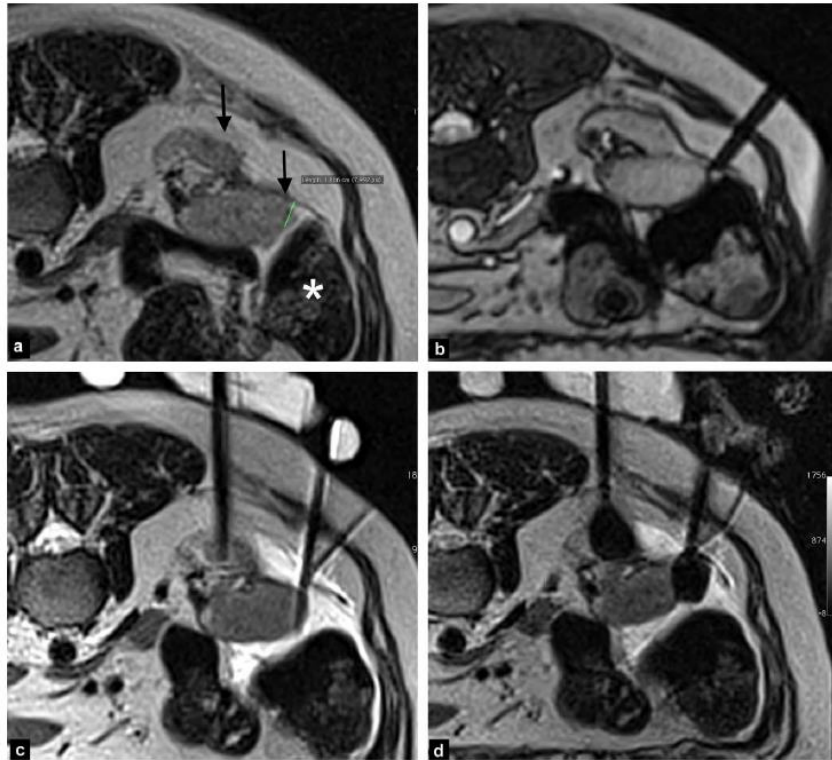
Cryoablation percutanée guidée par IRM de 2 tumeurs rénales récidivantes (flèches noires, a). On note la proximité de la tumeur la plus latérale avec le colon (astérisque, a). L'introduction d'une aiguille de 22 gauge entre le colon et le rein permet une hydrodissection au sérum physiologique, visible sous la forme d'un hypersignal T2 (c). Puis cryoablation des 2 tumeurs rénales, les deux glaçons étant visualisés sous la forme de 2 ovoïdes, vides de signal en T2 (d). Source : X.Buy et al., Journal de Radiologie 2011.
